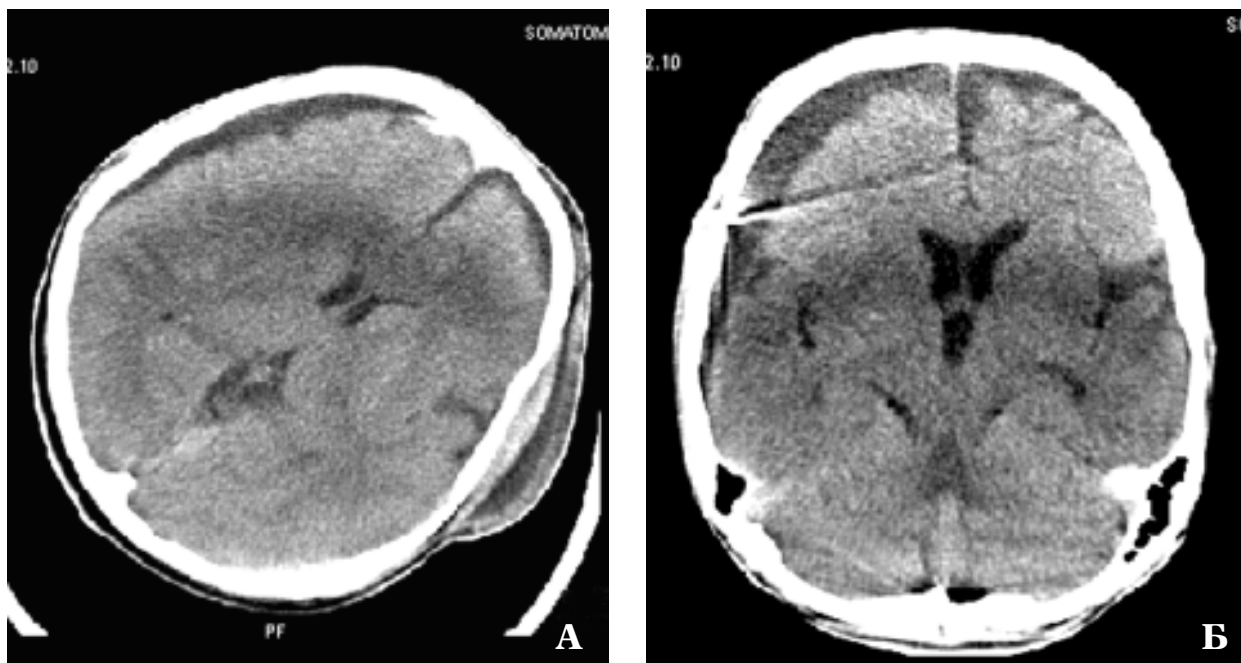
КТ больного П., 17 лет.
